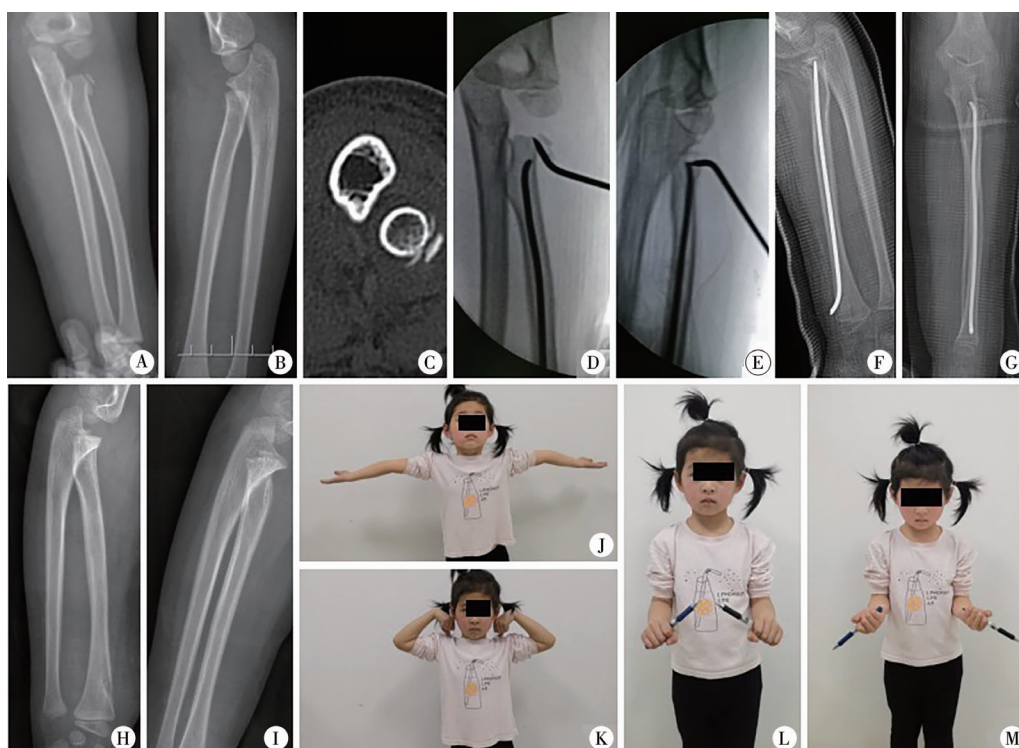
5岁女性右侧桡骨颈骨折患者影像学和功能图片 注 A~C:术前X线及三维CT检查证实为Judet IVb型桡骨颈骨折; D、E:术中旋转撬拨复位透视,复位效果良好; F、G:术后第1天X线片; H~M:末次随访时桡骨颈骨折愈合良好,Metaizeau放射学标准评估结果为优
